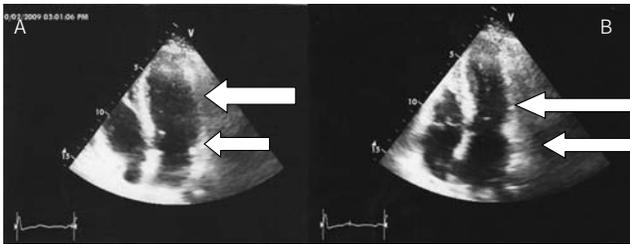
Ecocardiograma 20 días después: Muestra ápex y base del ventrículo izquierdo normal en diástole. Figura 3B. Muestra ápex y base del ventrículo izquierdo con contractilidad normal en sístole.
